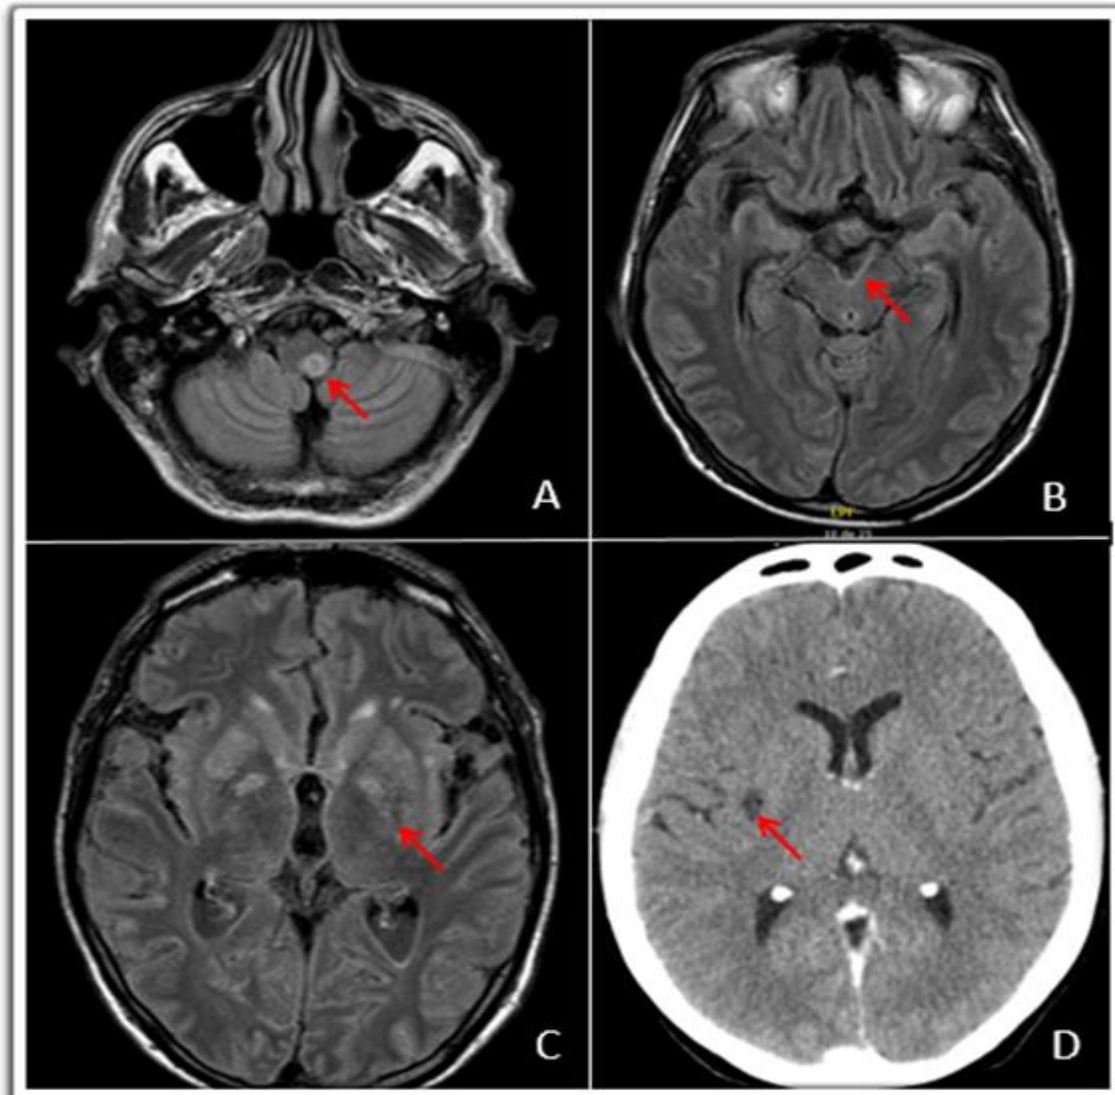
Classical findings at brain imaging in CM. Brain MR-imaging of a 65-year old non-HIV male patient with CM due to *C.gattii*.(A) cryptococcoma in the bulb in flair sequence (arrow); (B) leptomeningeal enhancement surrounding brainstem in flair sequence (arrow); and (C) dilatation of perivascular spaces in basal ganglia in flair sequence (arrow). (D) Contrasted brain CT-scan in a 35-year old HIV female patient with CM by *C. neoformans*, showing dilatation of perivascular spaces in basal ganglia (arrow).
